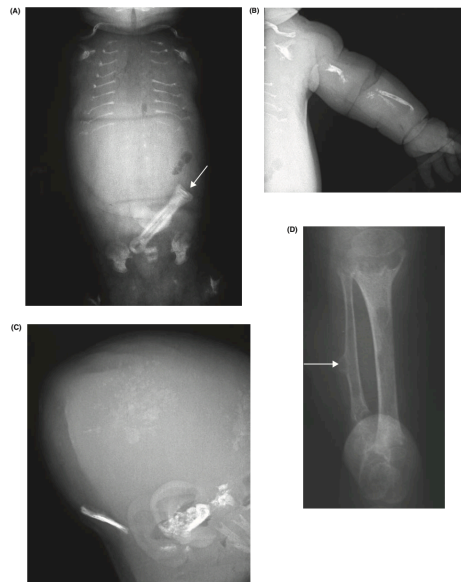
Radiographies réalisées chez des nourrissons atteints d'HPP périnatale (6)
